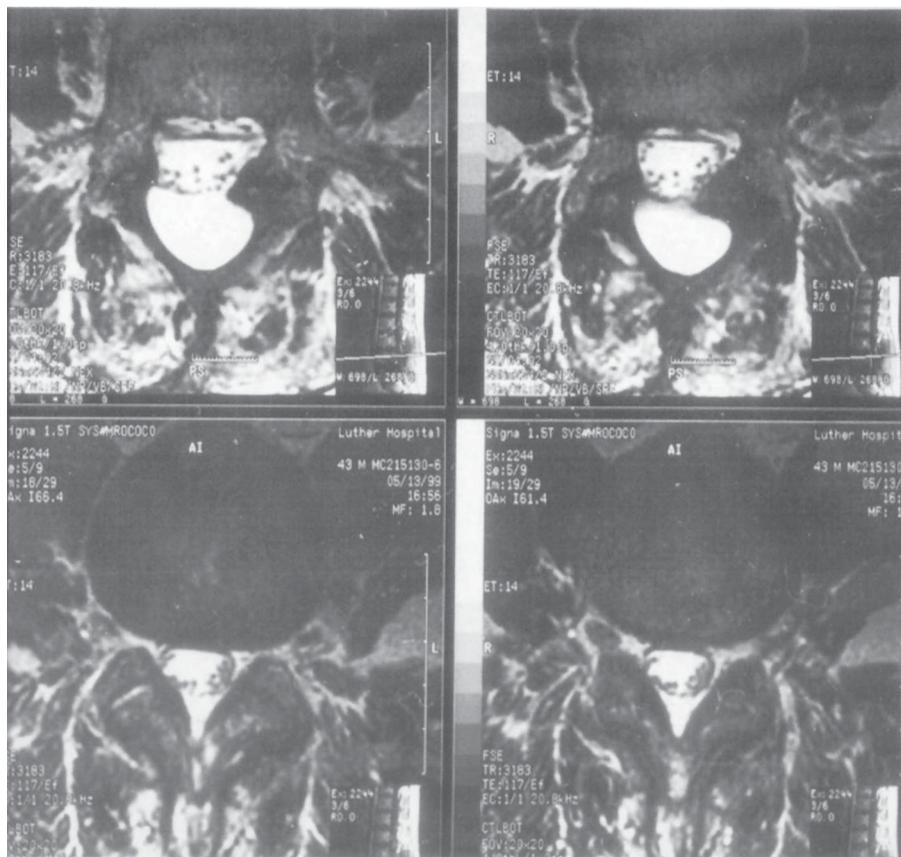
Resonancia magnética (vista sagital) que demuestra un pseudomeningocele postlaminectomía en L₄-L₅, L₅-S₁, con engrosamiento de las raíces nerviosas localizadas anteriormente y un saco dural expandido por un pseudosaco.
